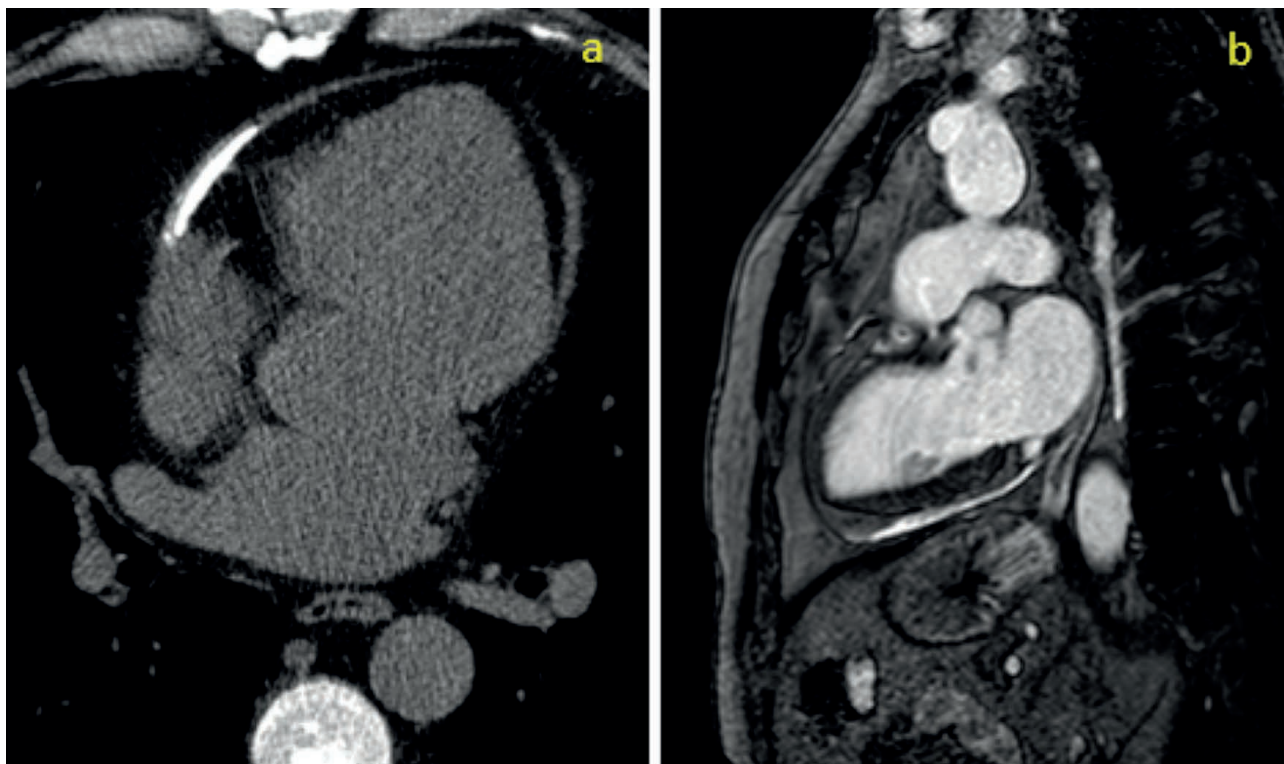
Angiotomografía computerizada que muestra pericardio engrosado con calcificación parcheada (a). Resonancia magnética nuclear con engrosamiento circunferencial del pericardio (b).
